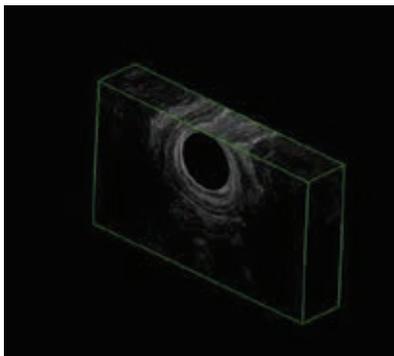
Трансректальное УЗИ (ноябрь 2019 г.): неполный внутренний свищ прямой кишки с наличием спавшегося облитерированного затека
